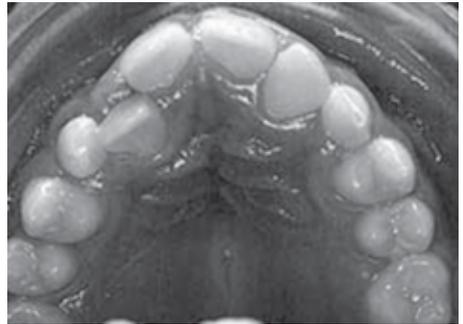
A: oligodoncia de lateral superior izquierdo con pérdida de espacio. B: radiografía.
